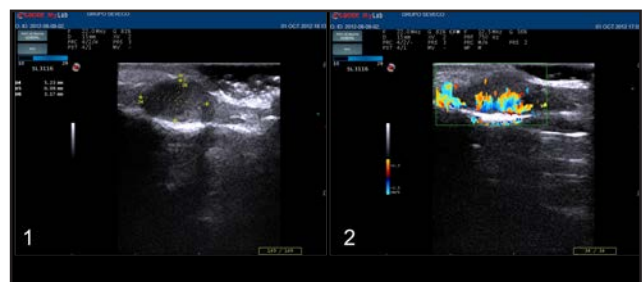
Tumor glómico supramatricial. Lesión hipoecogénica redondeada, de contenido ligeramente heterogéneo, con refuerzo acústico posterior y sombras laterales. 2. Incremento de la vascularización evaluada mediante Eco-Doppler. Cortesía del Dr. Fernando Alfageme-Roldán. Esaote MyLab One, sonda lineal 22 MHz, modo B y doppler color.
